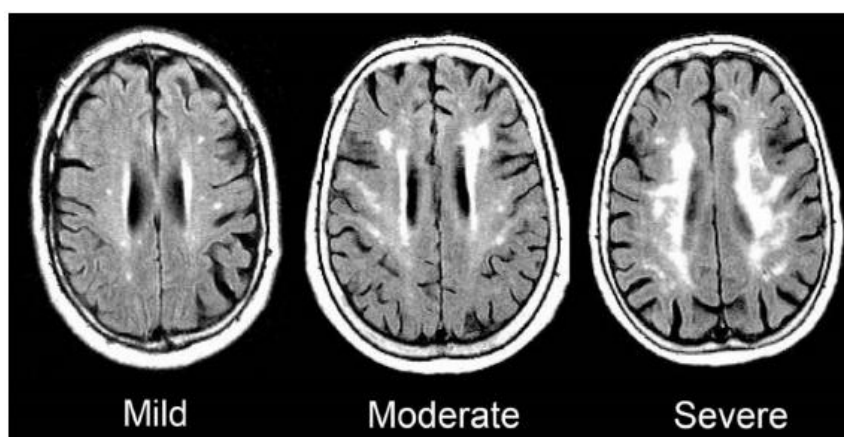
IRM, FLAIR : CHANGEMENTS DANS LA SUBSTANCE BLANCHE LIES A L'AGE : TROIS GRADES DE SEVERITE SELON L'ECHELLE MODIFIEE DE FAZEKAS.
